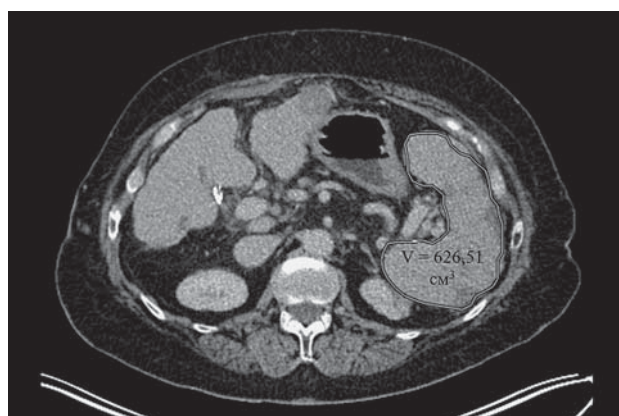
Компьютерная томограмма. Состояние после ЧЭС. Спленомегалия. Объем селезенки 626,51 см³.
